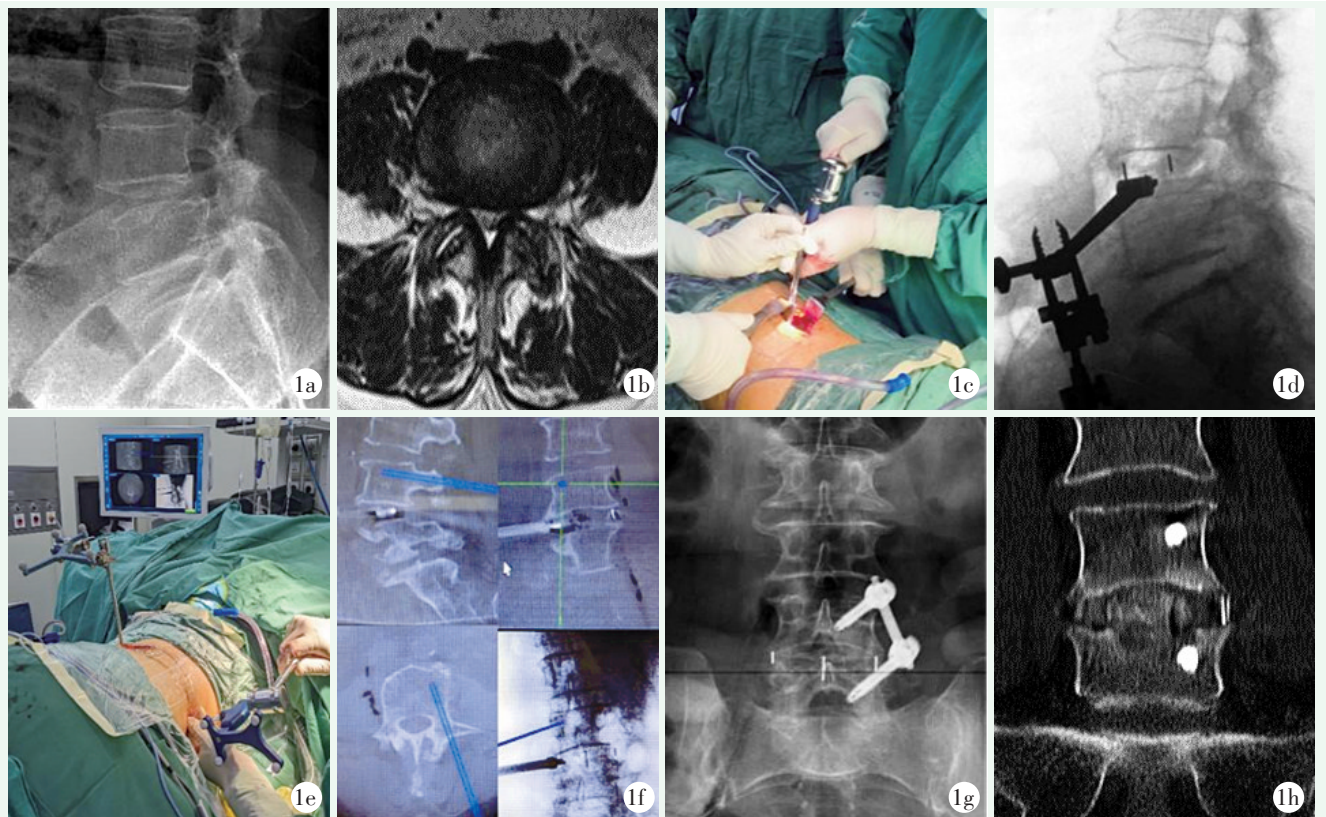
患者女性，51 岁，同一体位行 L<sub>4/5</sub> 节段 XLIF 和 UPSF。1a: 术前 X 线片提示 L<sub>4</sub> 椎体向前滑脱；1b: 术前 MRI 提示 L<sub>4/5</sub> 椎间盘突出伴椎管狭窄；1c: 经腰椎侧方置入椎间融合器；1d: 术中 X 线片见融合器及固定在融合器把持器尾部的定位架；1e: 术中导航下定位置入尖钻工具；1f: 术中导航见尖钻工具位置和深度良好；1g: 术后 X 线片见置入物位置良好；1h: 术后 1 年随访腰椎 CT 见椎间融合良好。
